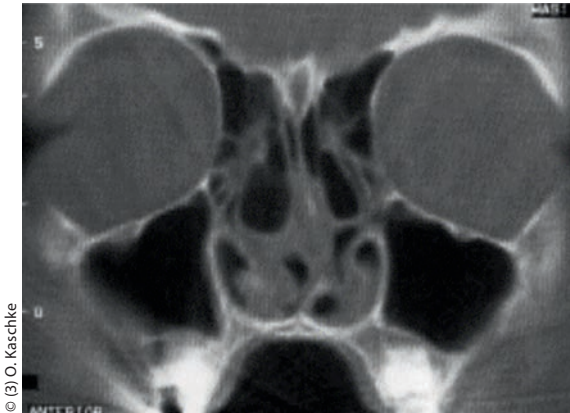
Das koronare CT-Bild zeigt anatomische Engstellen im Bereich der Nasenhaupthöhle (Nasenseptumdeviation und Concha bullosa bds. bei einem 6-jährigen Kind mit akuter rezidivierender Rhinosinusitis. Die Zahnanlagen am Boden der Kieferhöhle flachen den Recessus alveolaris bds. ab.
